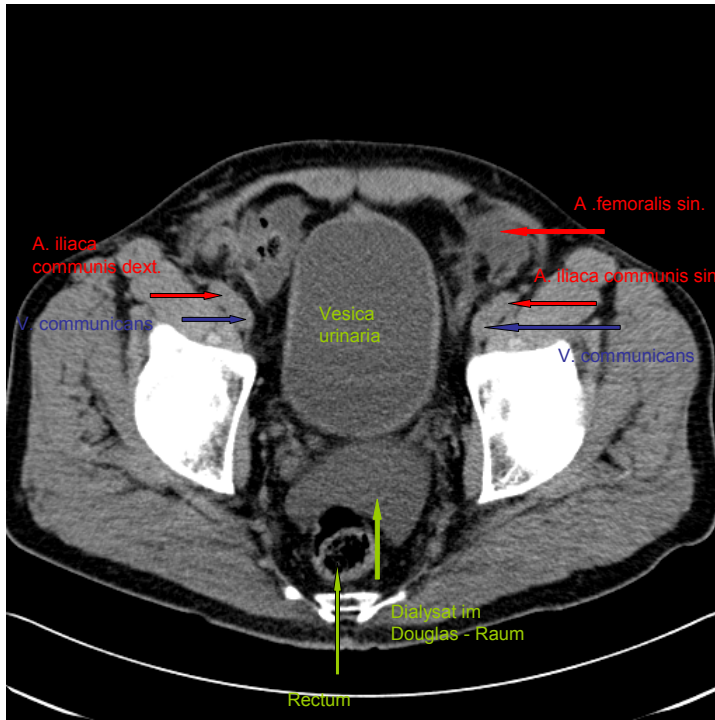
CT Bild 3, Verkalkung Grad 0
